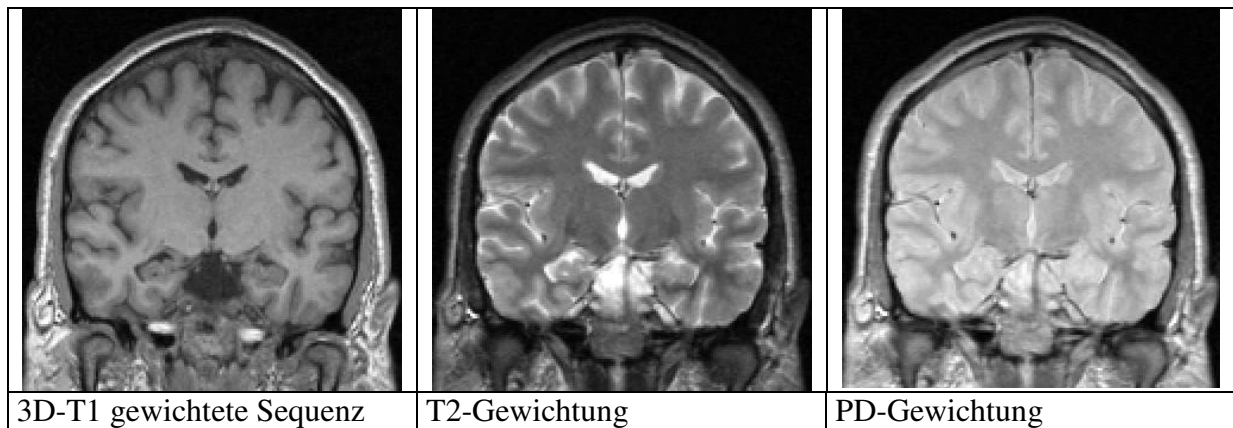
Eigenschaften der verschiedenen MRT-Sequenzen
